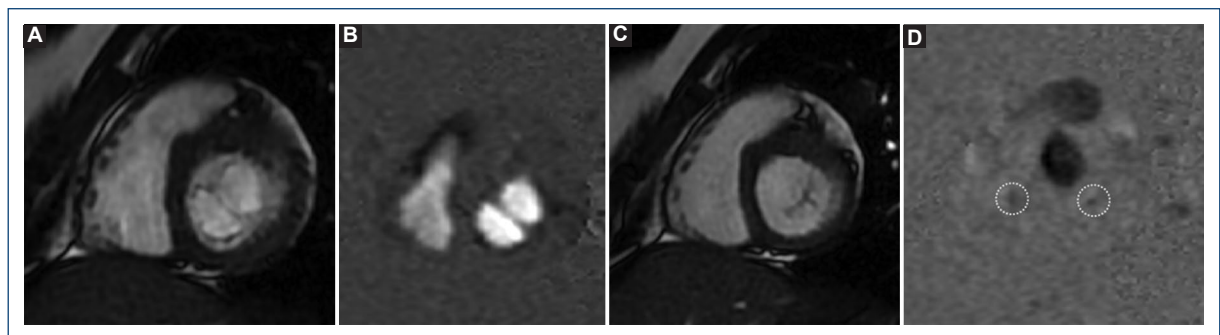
Resonancia magnética. Secuencia en cine bSSFP (A y C) y de contraste de fase (B y D) en eje corto a nivel de la válvula mitral en apertura y cierre demuestra doble orificio mitral con insuficiencia muy leve en ambas válvulas atrioventriculares (D).
